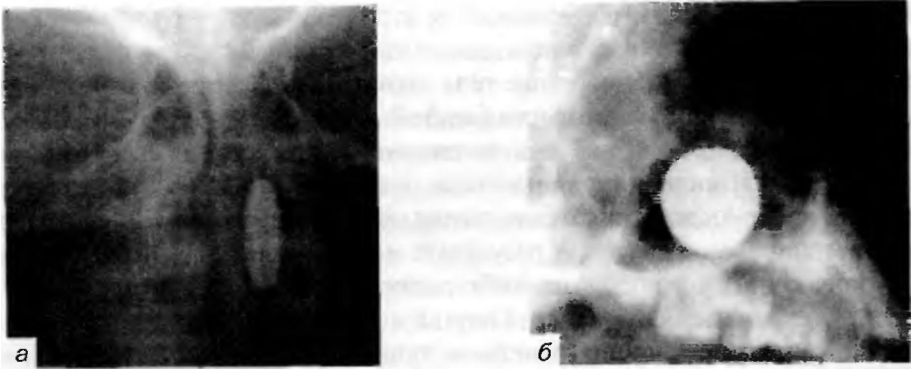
Иностранное тело (монета) левой половины носа. Рентгенограммы в прямой (а) и боковой (б) проекциях.
